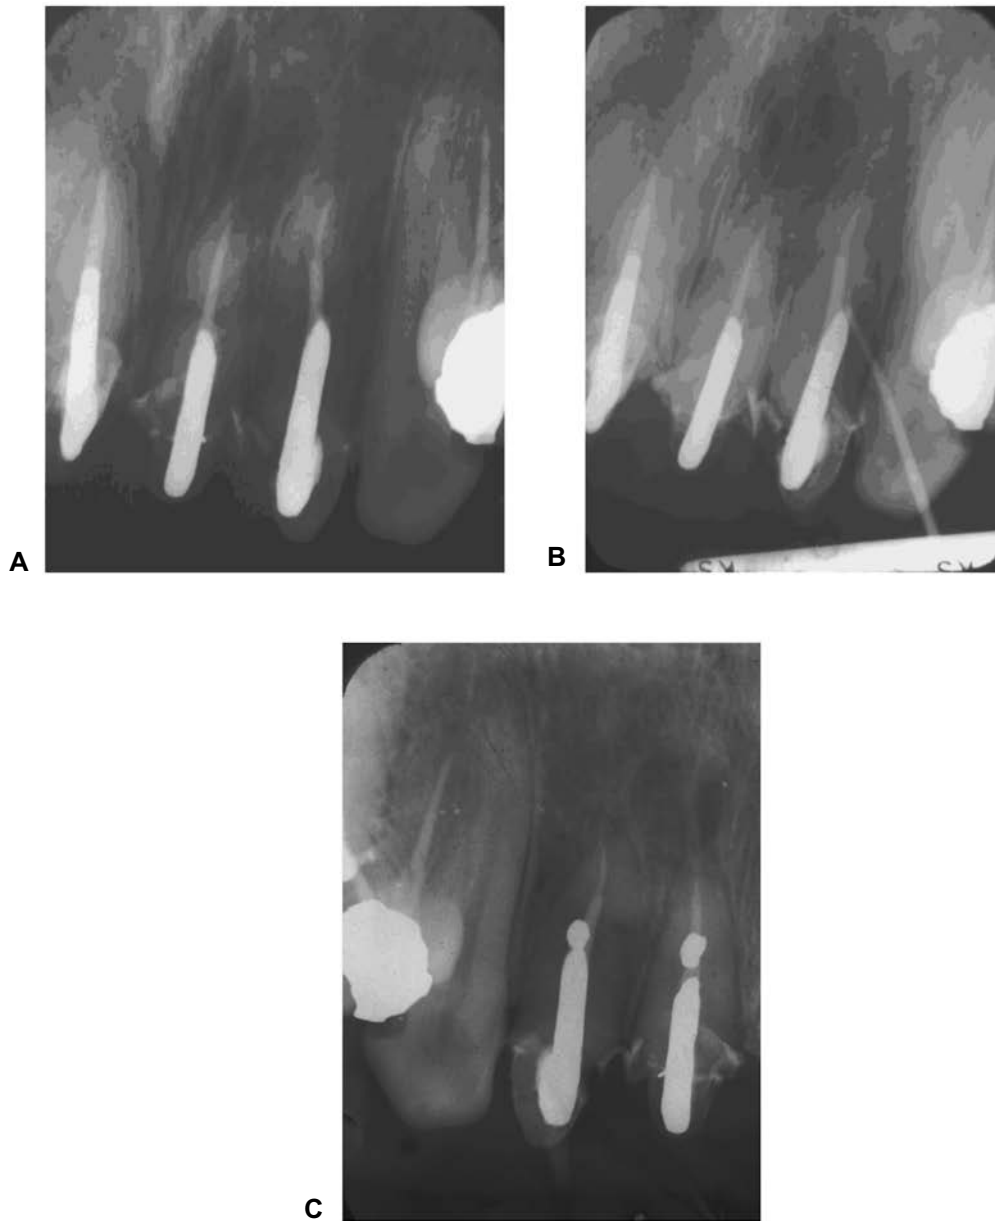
Perforaciones a zona vestibular de periodonto en incisivo central y lateral durante la elaboración de postes intrarradiculares. (A) Radiografía inicial. (B) Rastreo de la fístula con una punta de gutapercha. (C) Reparación quirúrgica con amalgama en ambas perforaciones.
